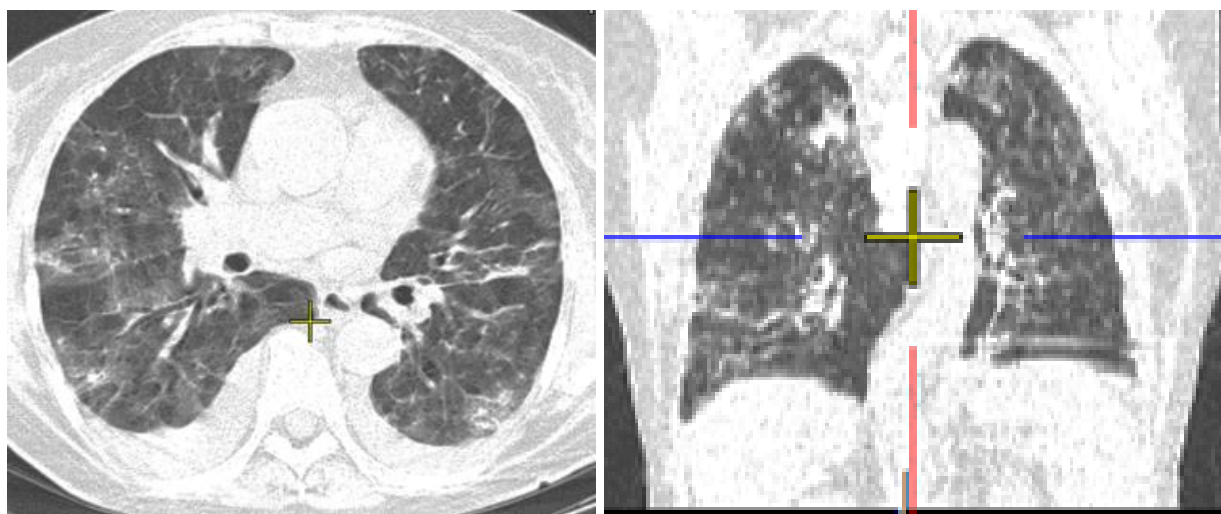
КТ ОГК. Тот же пациент. Прогрессирование
